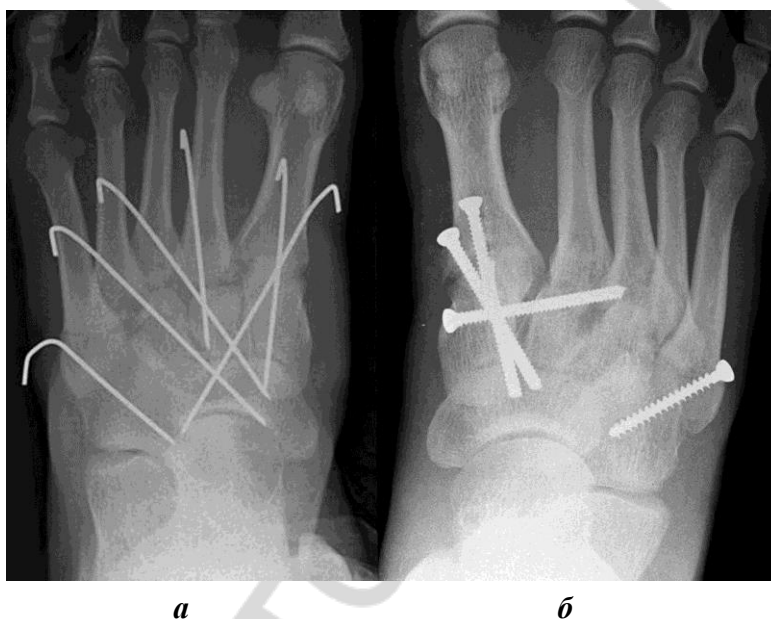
Рентгенограммы после устранения вывиха плюсневых костей и временного артродеза предплюсне-плюсневого сустава:
